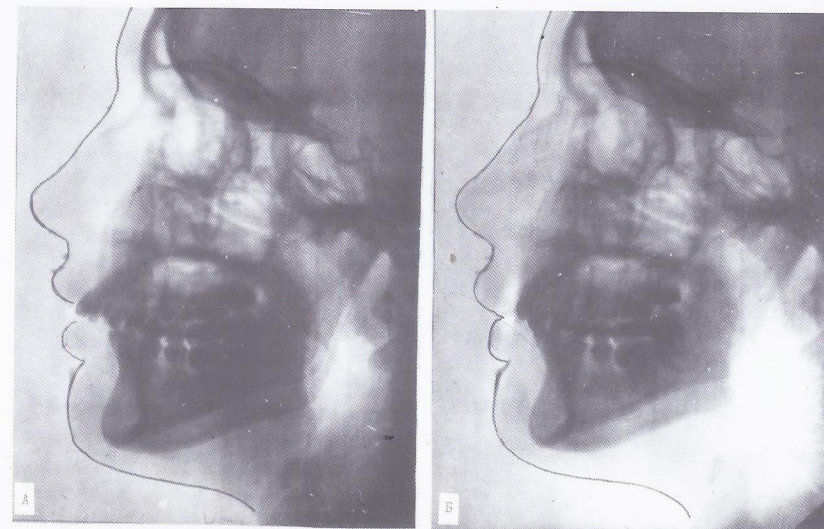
Вторая группа больных. Отпечатки телерентгенограмм и фотографии моделей челюстей больного Д., 20 лет.
